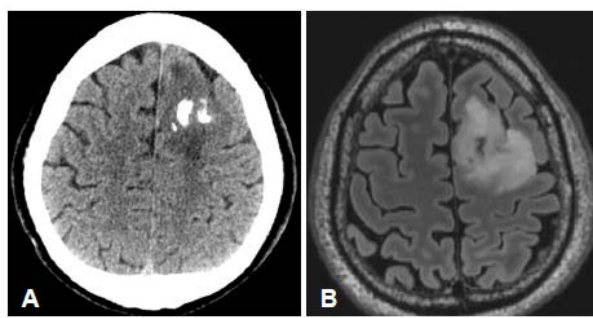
Imagerie axiale d'un patient atteint d'un oligoastrocytome de grade II par TDM et IRM (T2 FLAIR). Calcifications de la lésion visibles en TDM et le volume tumoral visible en T2 FLAIR. Tiré de [133].
